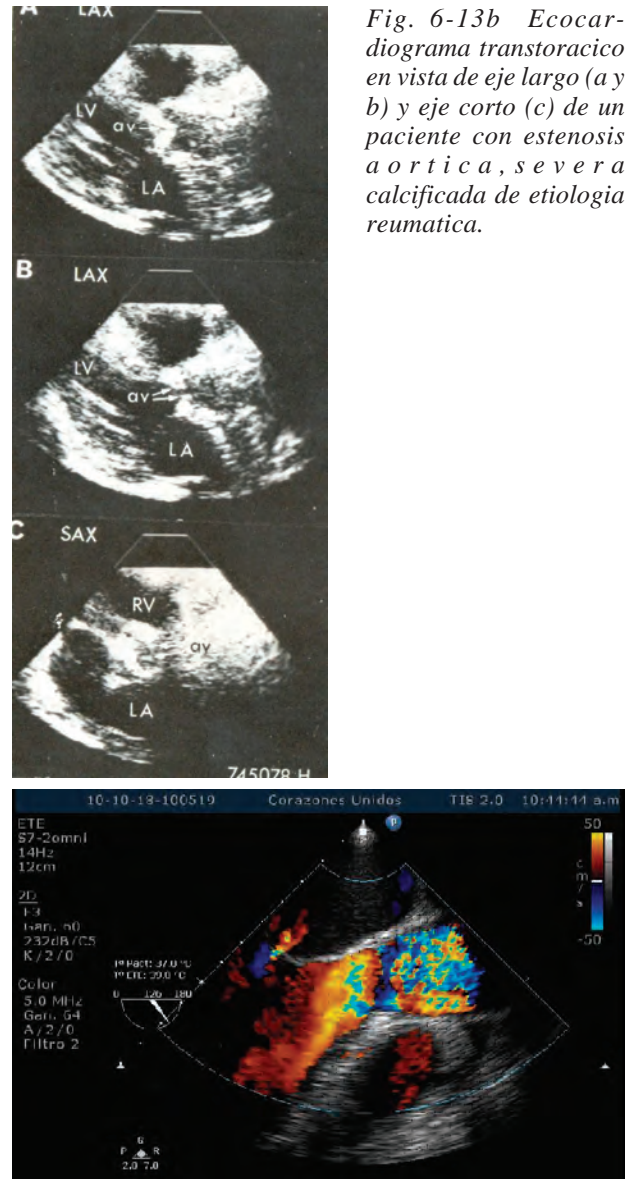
Ecocardiograma transesofágico en vista longitudinal de un paciente de 50 años con estenosis aórtica, de etiología reumática, ...El mosaico multicolor en las sigmoideas es indicativo de una estenosis severa.
